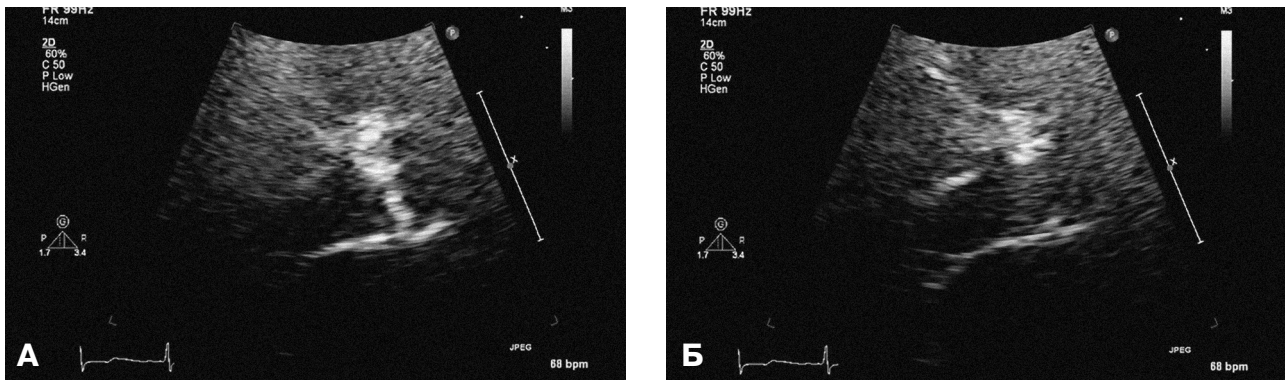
Трансторакальное эхокардиографическое исследование после операции: створки клапана мобильны. А – диастола ЛЖ, Б – систола ЛЖ.
